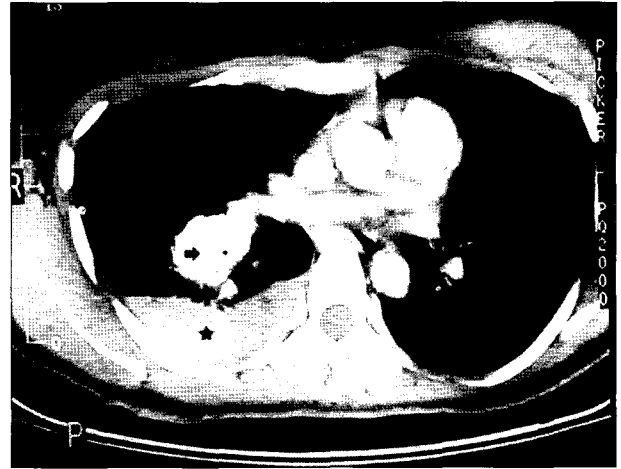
Enhanced chest CT shows 4×3 cm sized mass (arrow) in right lower lobe and hemothorax (asterisk).
